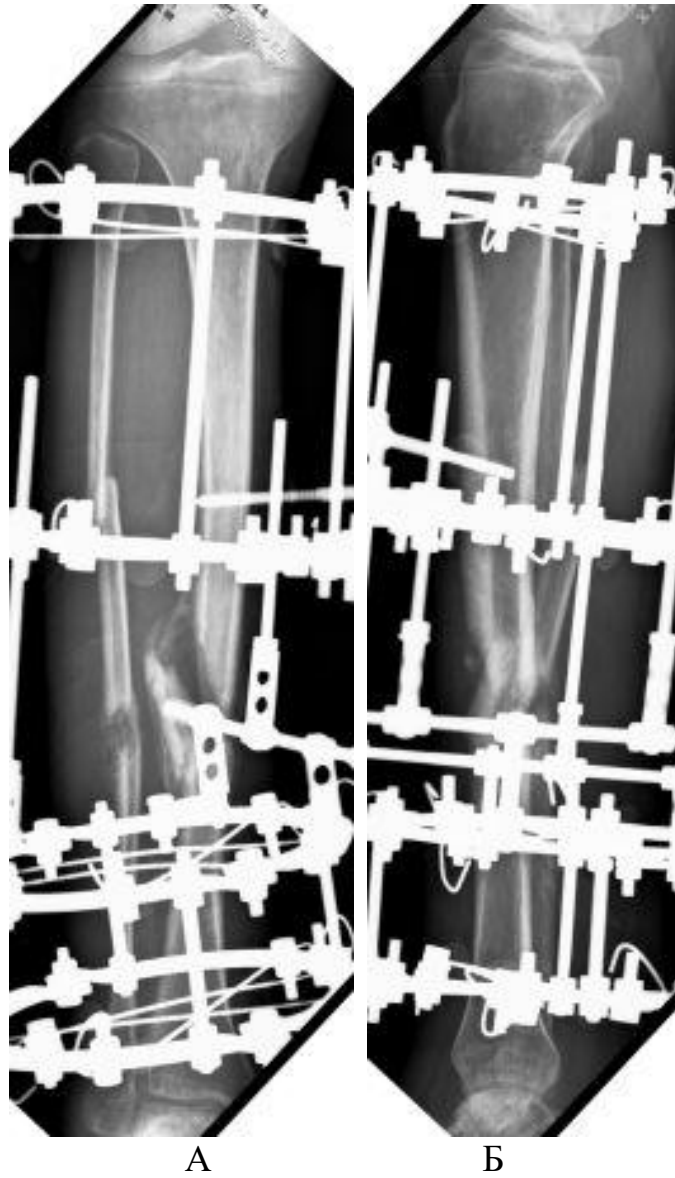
Пациент И., 36 лет. Рентгенограмма костей голени через 2 месяца после операции, окончание дистракции. Ось голени восстановлена
